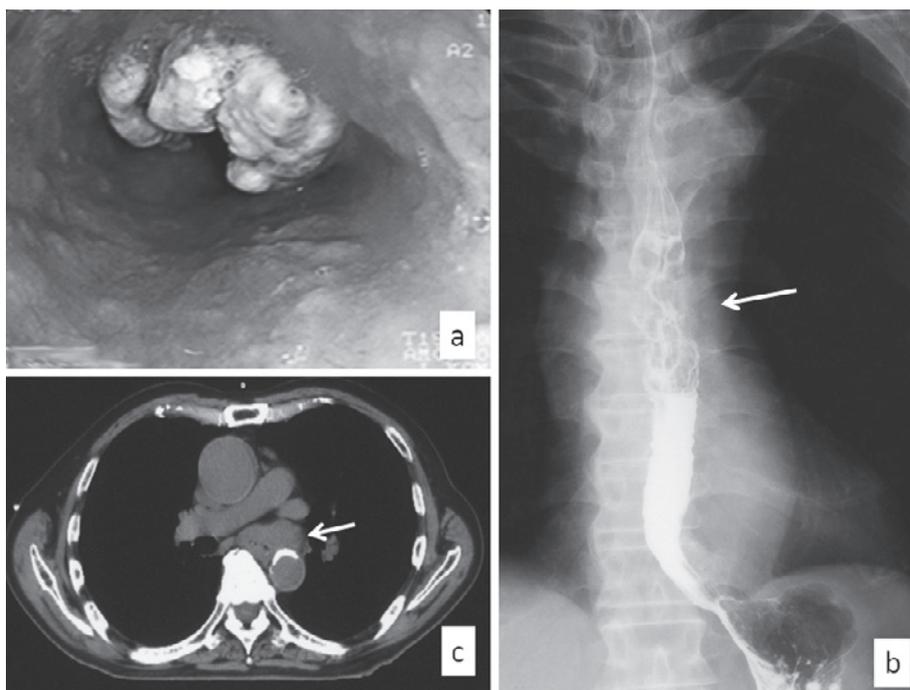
Case 3 (on admission). Upper gastrointestinal endoscopic examination showing an advanced, elevated tumor of the esophagus (a). A barium swallow esophagogram demonstrates a spiral type of esophageal cancer in the middle third of the esophagus (arrow) (b). Computed tomography of the chest showing a thickened esophageal wall at the middle third of the esophagus which was suspected to have invaded the aorta (arrow) (c).
